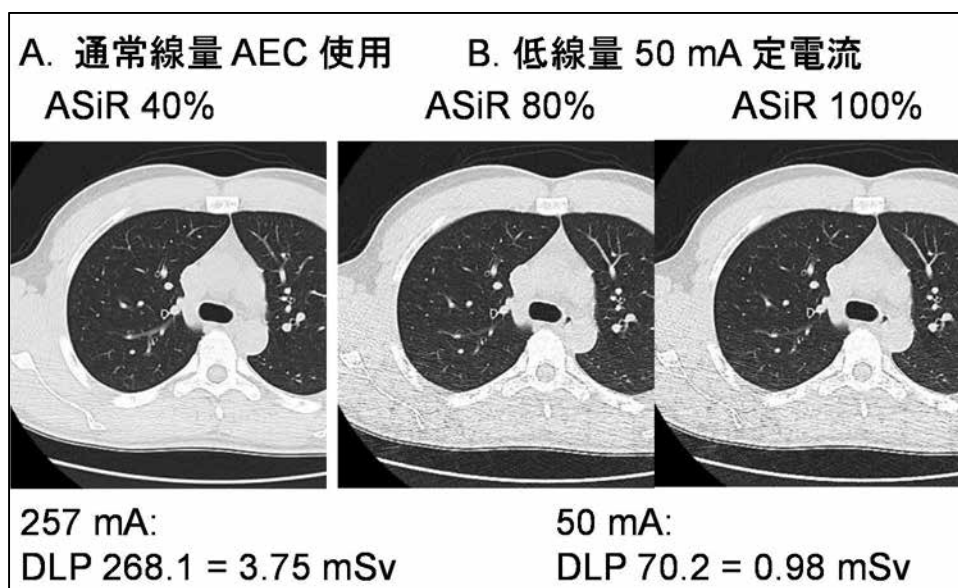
通常線量 CT と低線量 CT との比較 ASiR 80%、100% : 症例 3
